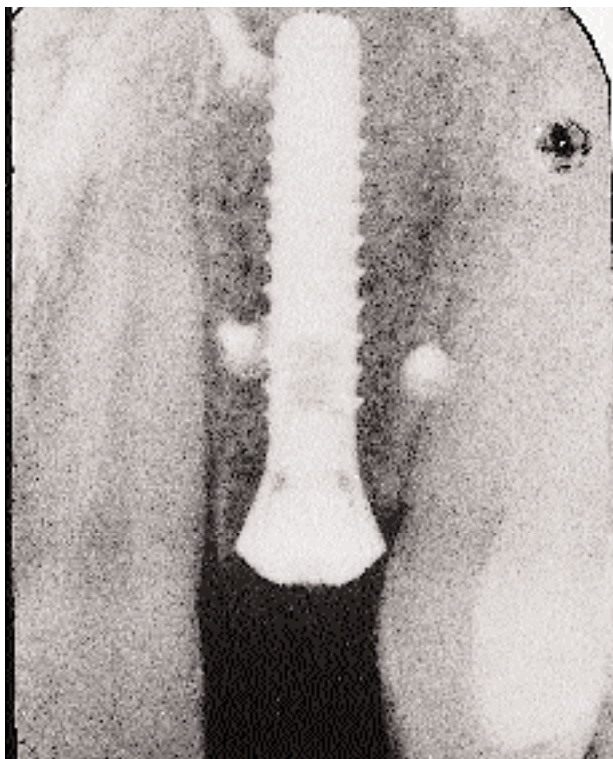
Im postoperativen Röntgenbild sind die vier Fixationschrauben deutlich und das Gitter schwach sichtbar.
